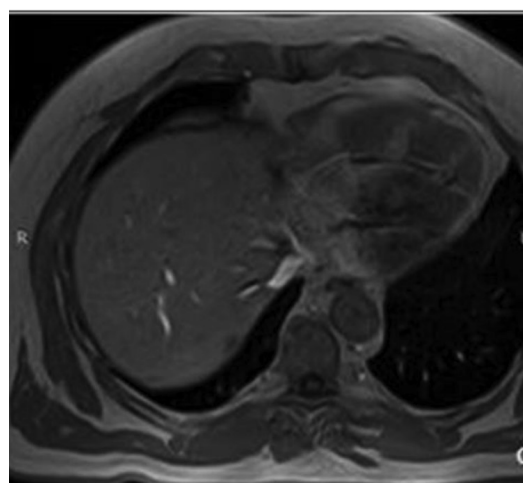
МРТ печінки. T1, T2, T2 Fsat режими. Метастатичне вогнище в 5 сегменті печінки: гіпоінтенсивне вогнище на T1 з/з (a), неоднорідно підвищеної інтенсивності на T2 (b), T2 Fsat зображеннях (c).
